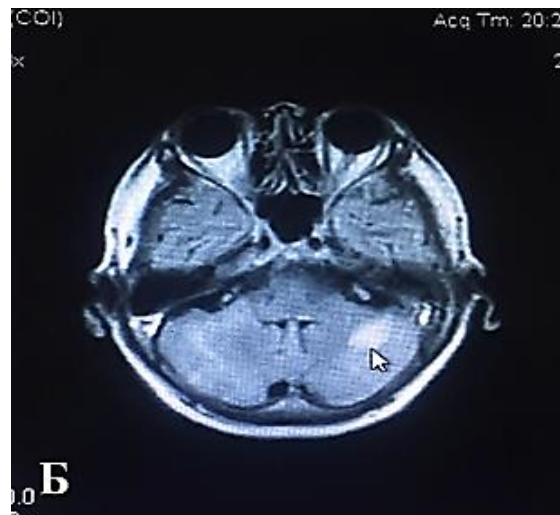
А — КТ головного мозга: инфаркт правого полушария мозжечка в бассейне ЗНМА, компрессия IV — желудочка I степени. Б — МРТ головного мозга, режим FLAIR: инфаркт в бассейне ВМА, IV желудочек не компримирован
